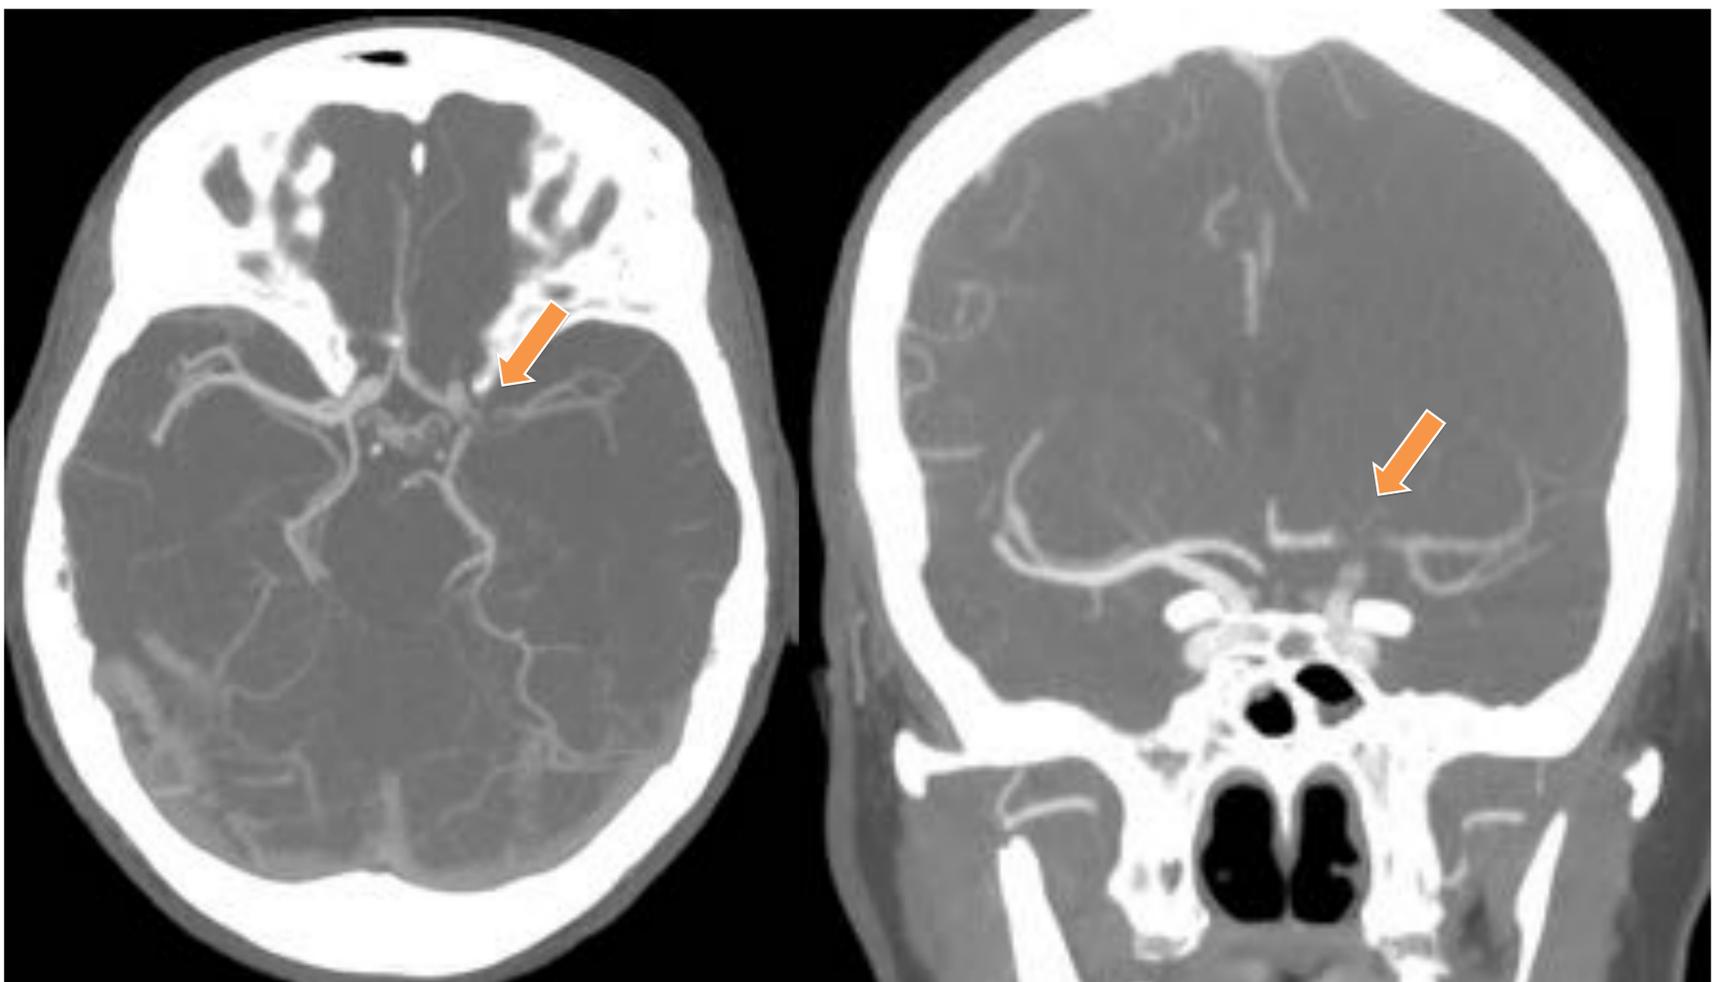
Cortes axial y coronal de la reconstrucción MIP de Angio TC del polígono de Willis. Se visualiza defecto de repleción concéntrico en ACI izquierda en su porción supraclinoidea, a nivel de la bifurcación, con extensión a porción proximal de ACM M1 y ACA A1 ipsilaterales.
